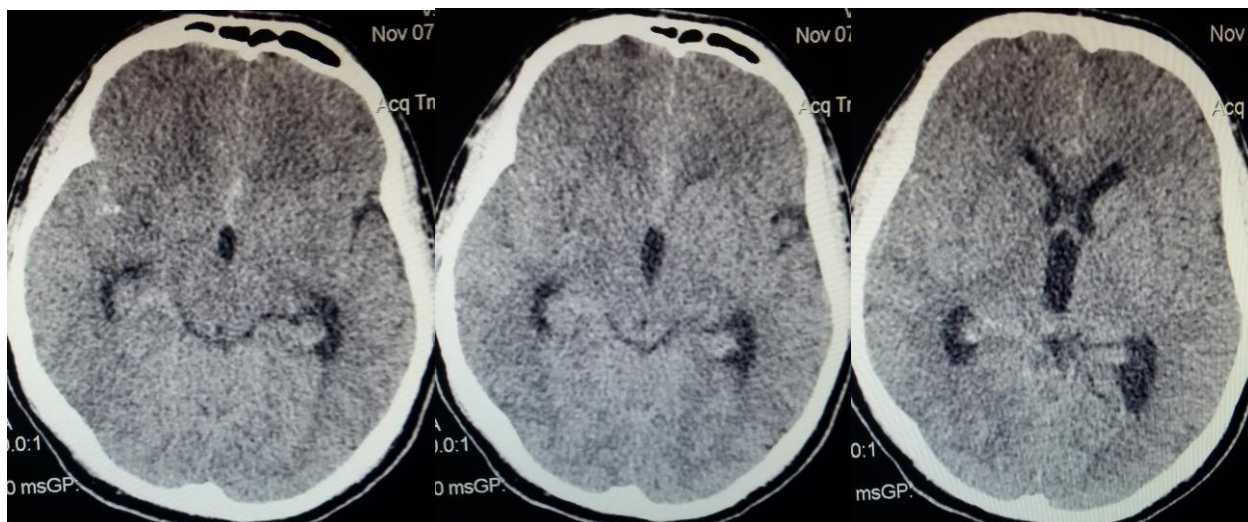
Післяопераційне СКТ хворого А. Аксіальна проекція, мозкове вікно; а, б - гіподенсивне вогнище у правій лобовій частці. Аксіальна проекція, кісткове вікно; в - кліпс у базальних відділах.
